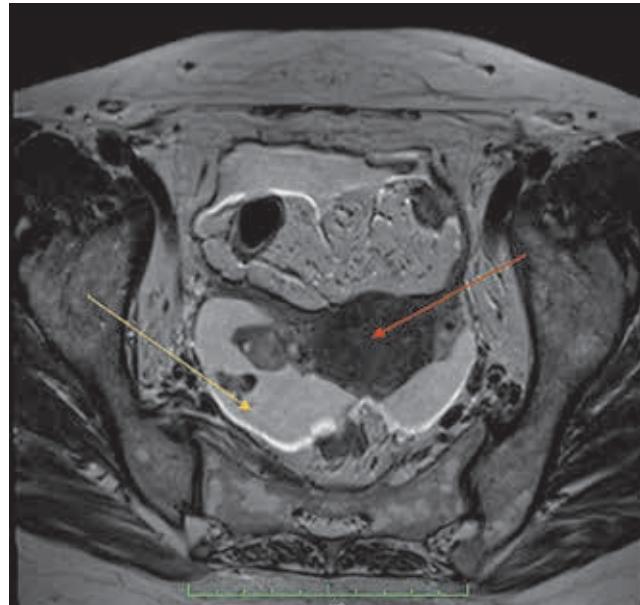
МРТ малого таза от 06.2016.
